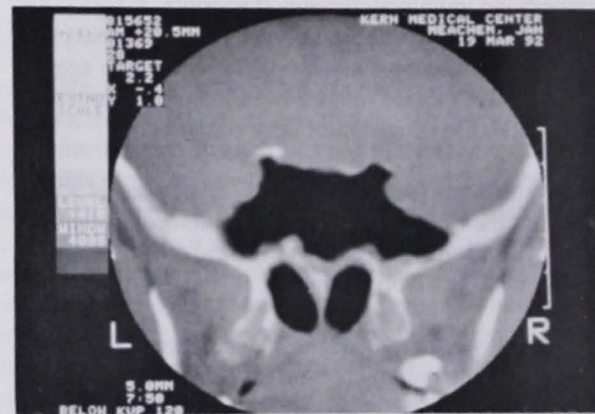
A 1 year postoperative CT of Patient #1 through the sphenoid sinus. Note the extensive bone loss
